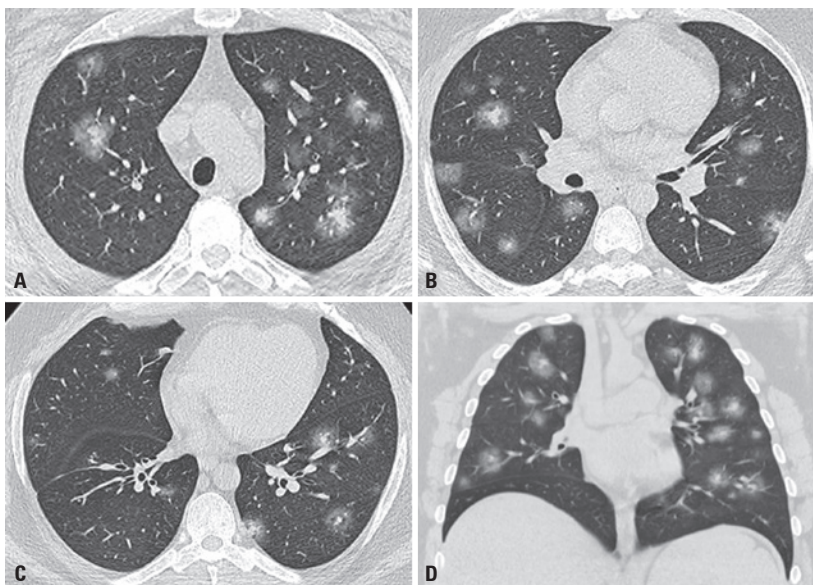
Sinal do halo. Imagens axiais (A a C) e coronal (D) de tomografia computadorizada multidetectores evidenciam múltiplos pequenos nódulos sólidos com halo em vidro fosco nos campos pulmonares superiores (A), médios (B) e inferiores (C), caracterizando o sinal do halo. Note as demais opacidades nodulares com atenuação em vidro fosco
